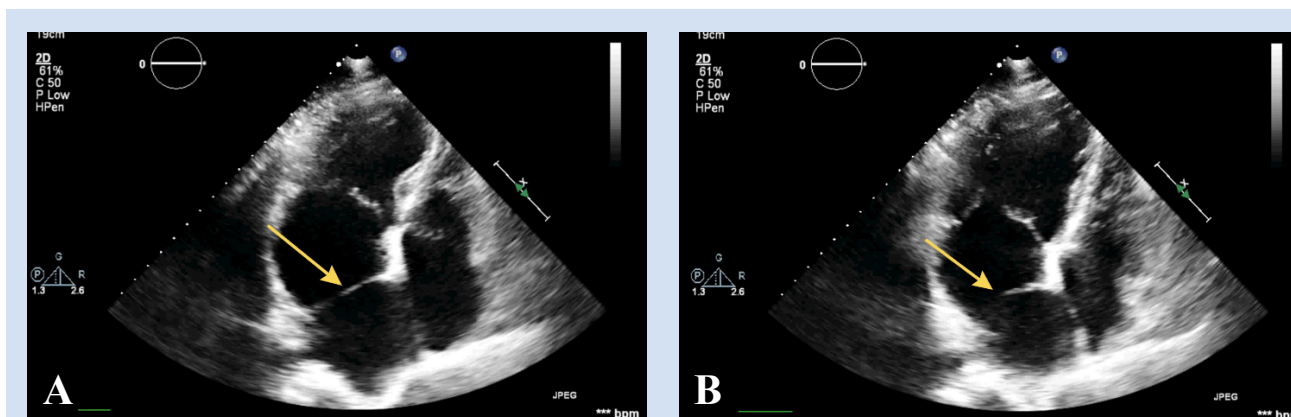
Трансторакальная эхокардиография при поступлении (4-камерная апикальная позиция): А – систола левого желудочка; В – диастола левого желудочка. Желтой стрелкой указана внутрисердечная мембрана
